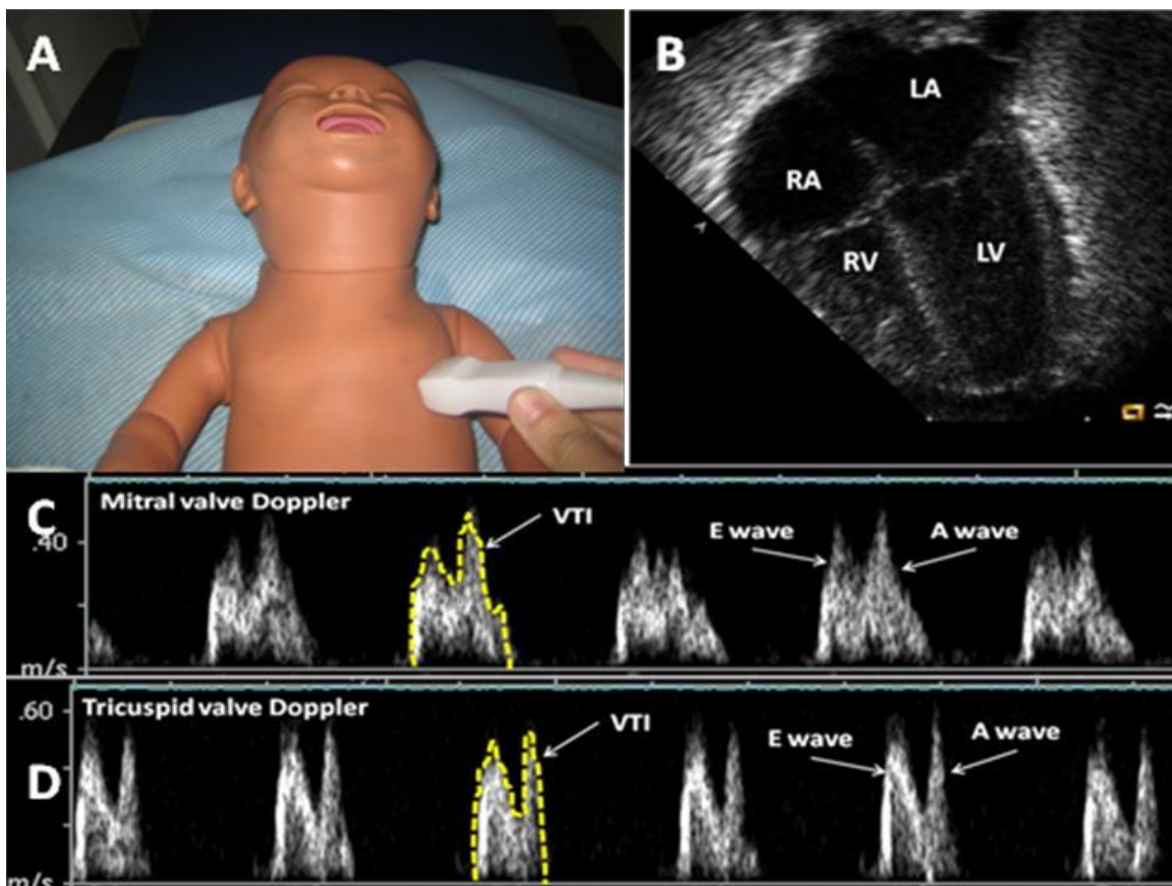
Evaluación de la función diastólica. A. Posición del transductor para ventana apical 4 cámaras. B. Vista apical. C. Doppler pulsado de válvula mitral. D. Doppler pulsado de válvula tricúspide.
